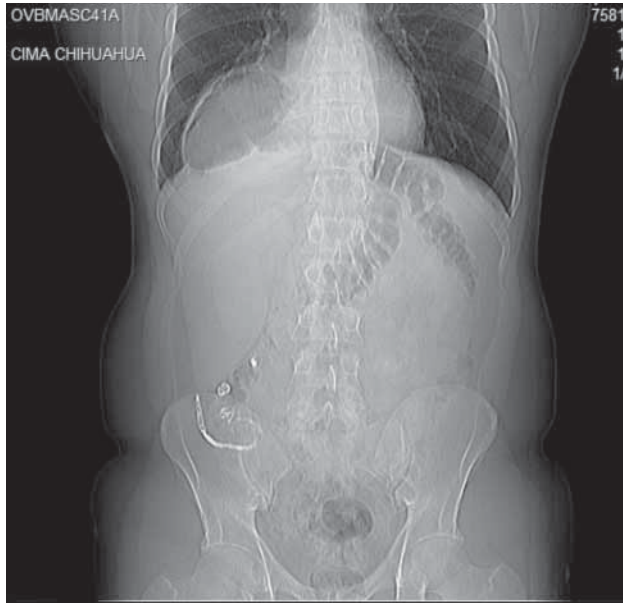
Radiografía de tórax preoperatoria.
